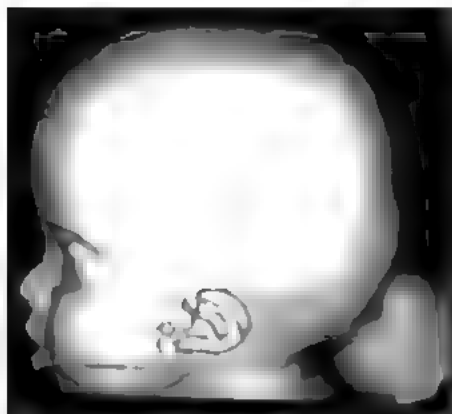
Затылочная мозговая грыжа (энцефаломенингоцеле). КТ, трехмерная реконструкция
